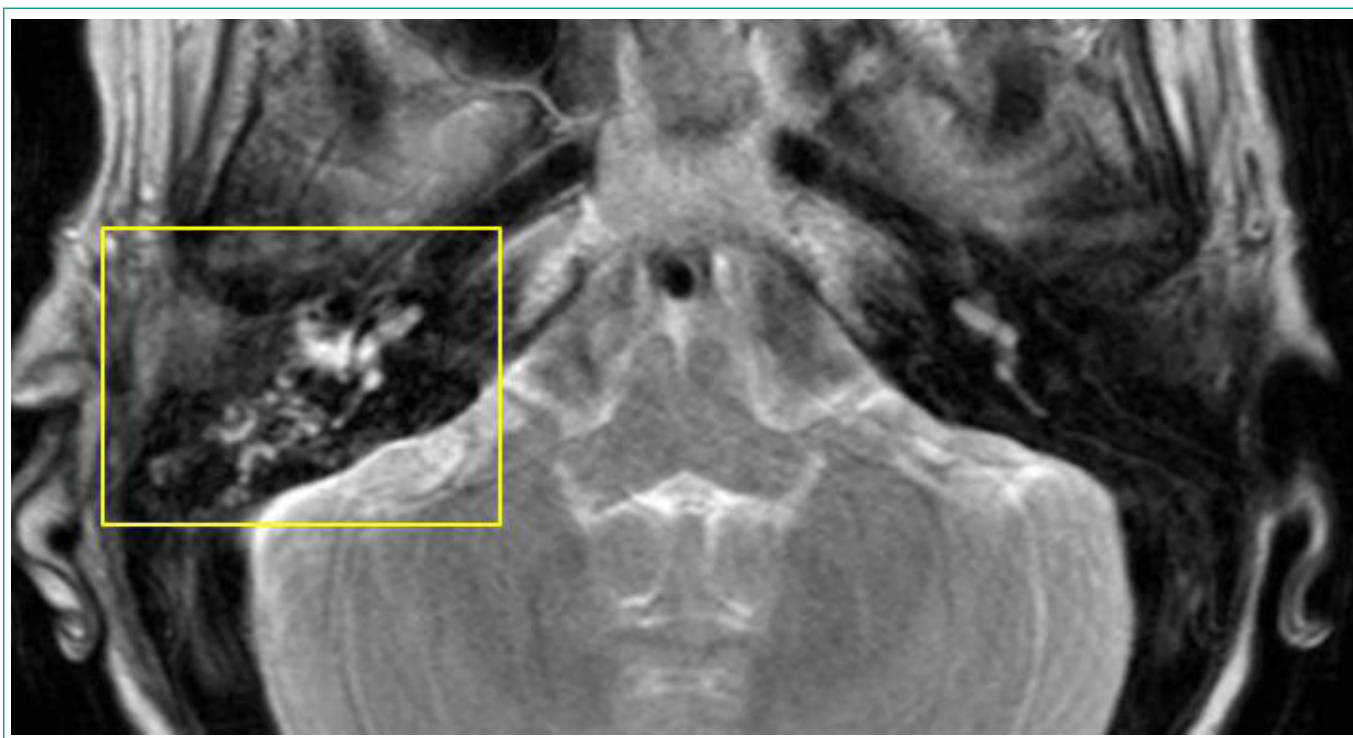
IRM de cráneo y peñascos con contraste intravenoso. Ocupación de celdillas mastoideas y oído medio derecho (cuadrado amarillo), que en este contexto clínico sugieren otomastoiditis.
